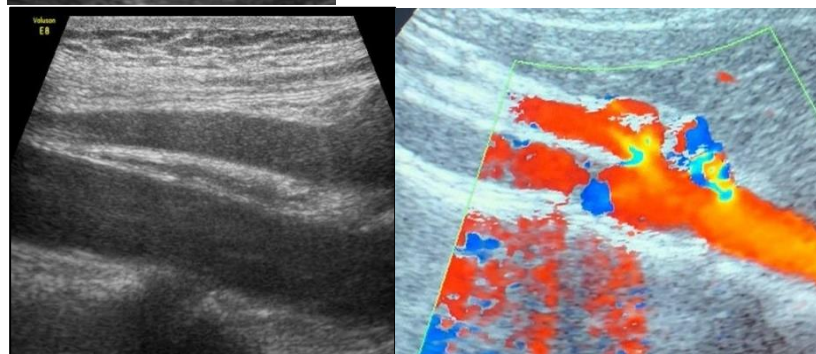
УЗИ: компримированная ДПК между аортой и верхней брыжеечной артерией
